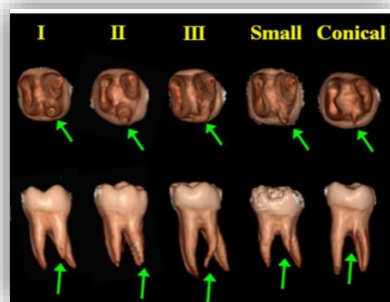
Microtomografía de primeros molares inferiores. Clasificación de radix entomolaris. – Fuente: H. M. A. Ahmed.<sup>10</sup>
